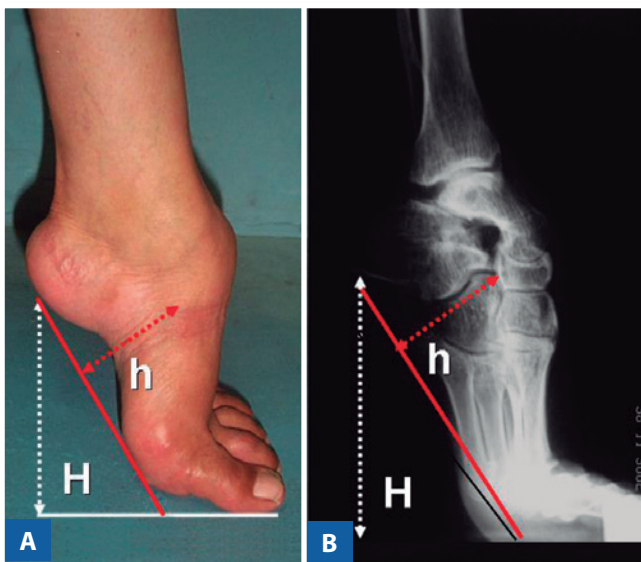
Fotografia de perfil (A) e radiografia lateral do pé e tornozelo esquerdo (B) de um paciente com grave deformidade rígida em equinocavo do pé e tornozelo secundária à sequele de lesão de nervo periférico. As linhas H e h demarcadas nas fotografias A e B representam respectivamente a distância calcâneo-solo e a altura do navicular, medidas estas utilizadas para quantificar a gravidade da deformidade.
